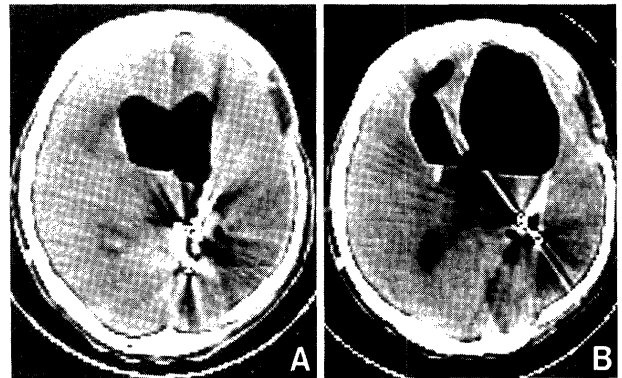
CT scans 3 (A) and 4 weeks (B) after the ventriculo-peritoneal shunt. Intraventricular air progressively increased, and the right anterior horn of the lateral ventricle dilated like a porencephalic cavity.
